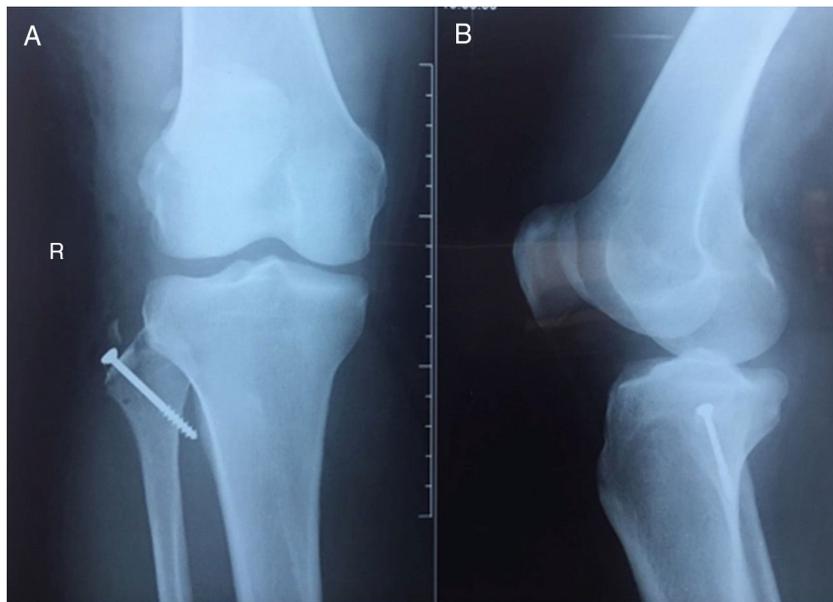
A) Radiografía anteroposterior de la rodilla derecha. B) Radiografía lateral de la rodilla derecha. Inicial.
